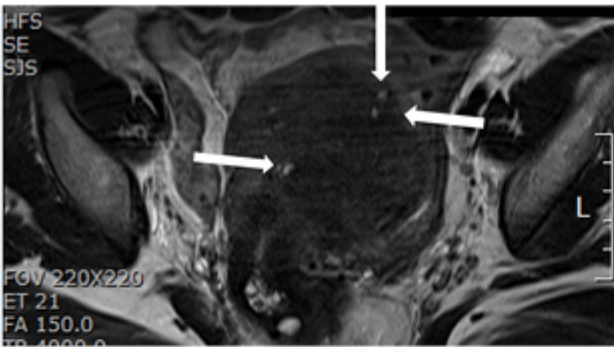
b. MRI T2—adenomyosis— high signal subendometrial cyst
